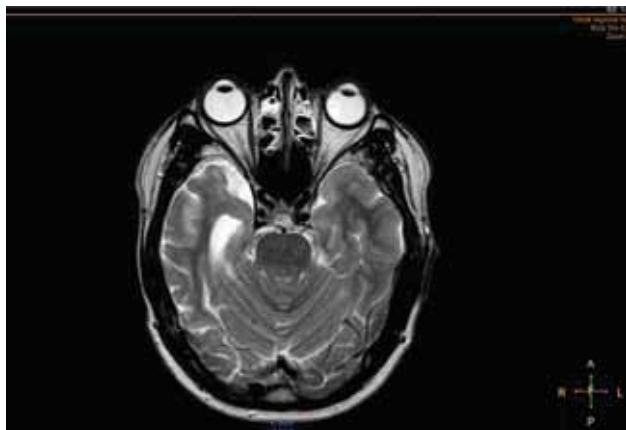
МРТ головного мозга через 4 года после лечения
